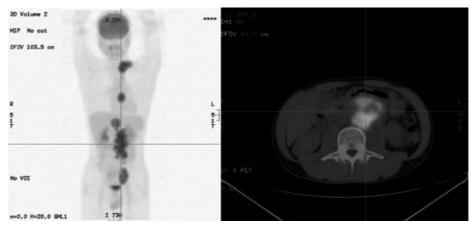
Positron emission tomography-CT images showed multiple enlarged lymph nodes.
